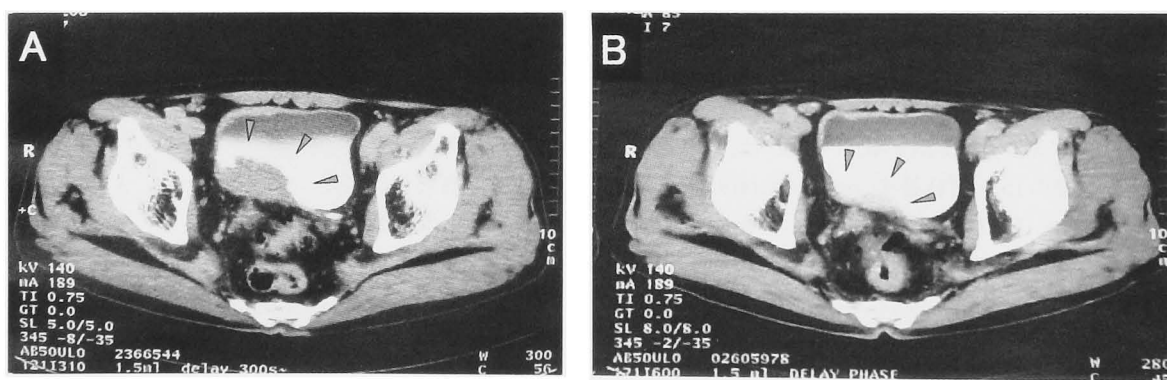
Computed tomography (CT) images of the pelvis before (A) and after (B) chemotherapy in case 1. The size of bladder tumor (surrounded by arrow heads) decreased after chemotherapy.
